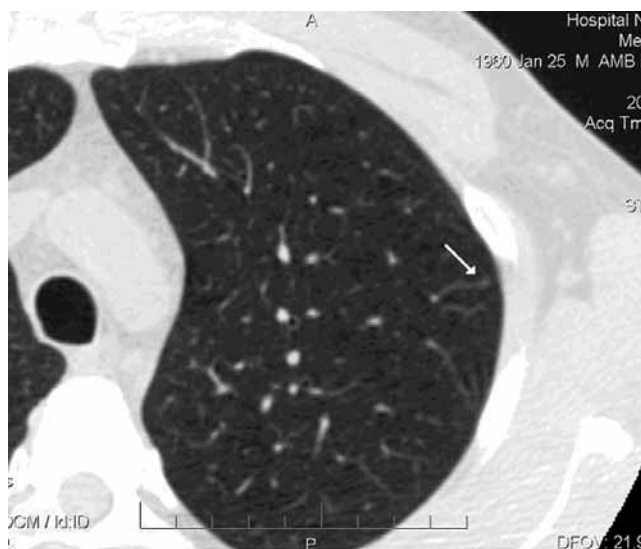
МСКТ легких высокого разрешения больного Б. 45 лет с диагнозом СД I типа, тяжелой степени; длительность заболевания — 33 года. Стрелка указывает на утолщение междольковой перегородки, расположенной в аксиальном субсегменте, в паренхиме легкого
